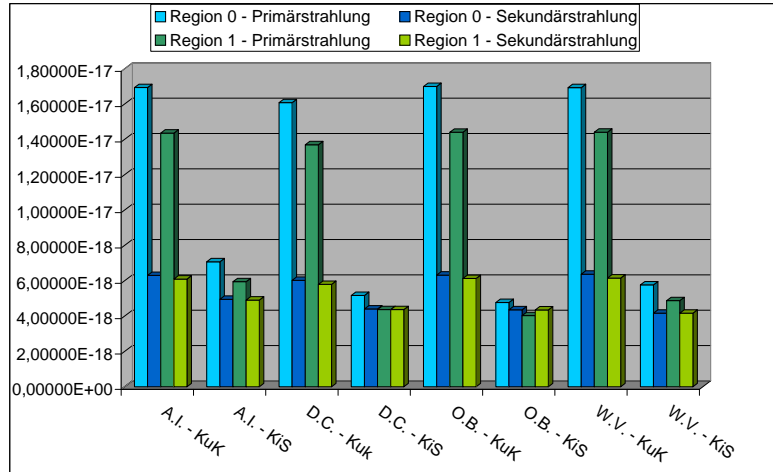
Vergleich der Primär- und Sekundärstrahlung auf der Ebene der Kassette in den Positionen unterhalb des Dummys (Kassette unter “Kind” - KuK) und in der Röntgenschublade (Kassette in Schublade - KiS) jeweils mit (blau) und ohne (grün) Kontrastkörper - s. auch Abb. 1 (A.I. - *Airshields Isolette*, D.C. - *Dräger Caleo*, O.B. - *Omnibed*, W.V. - *Weyer Vita*)
